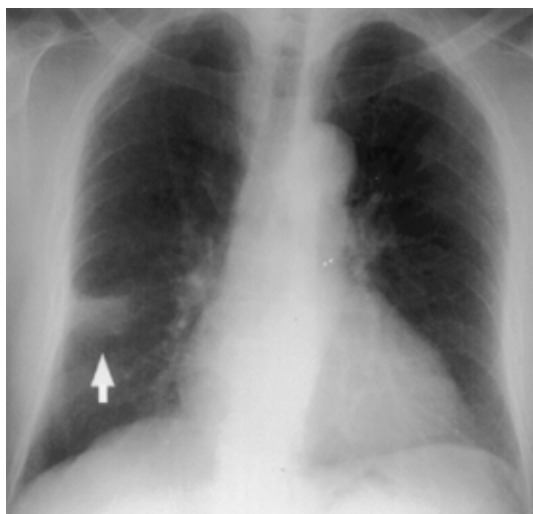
Chest X-ray film showing a mass shadow (arrow) in contact with a hair line.
